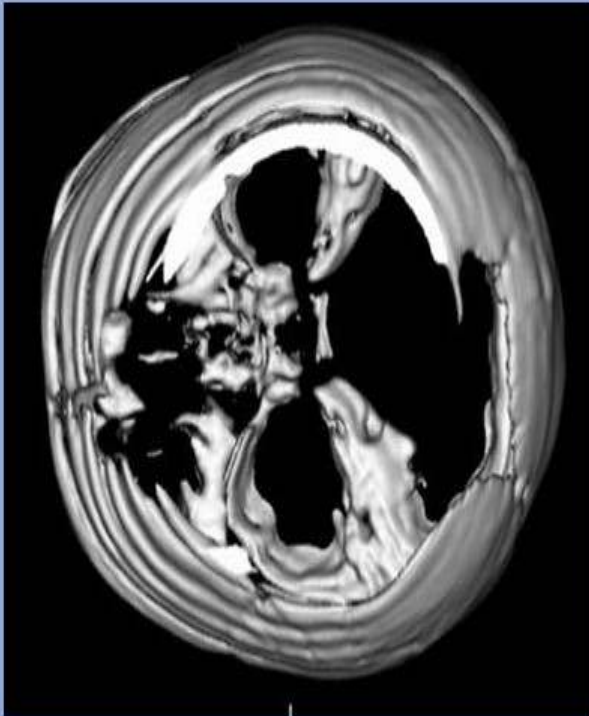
3D TC. a & b- vertex view. b- El defecto ha sido remarcado en rojo.
